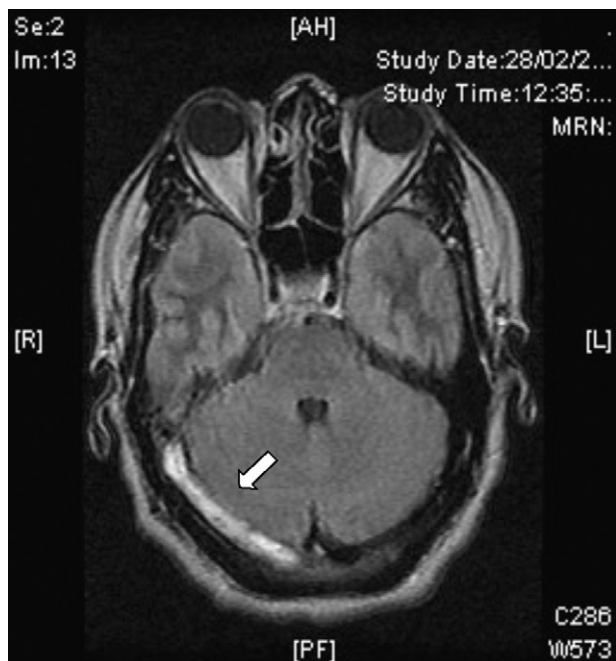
IRM en secuencia FLAIR plano axial que muestra hiperintensidad en el trayecto del ST derecho que corresponde a una trombosis (flecha).
